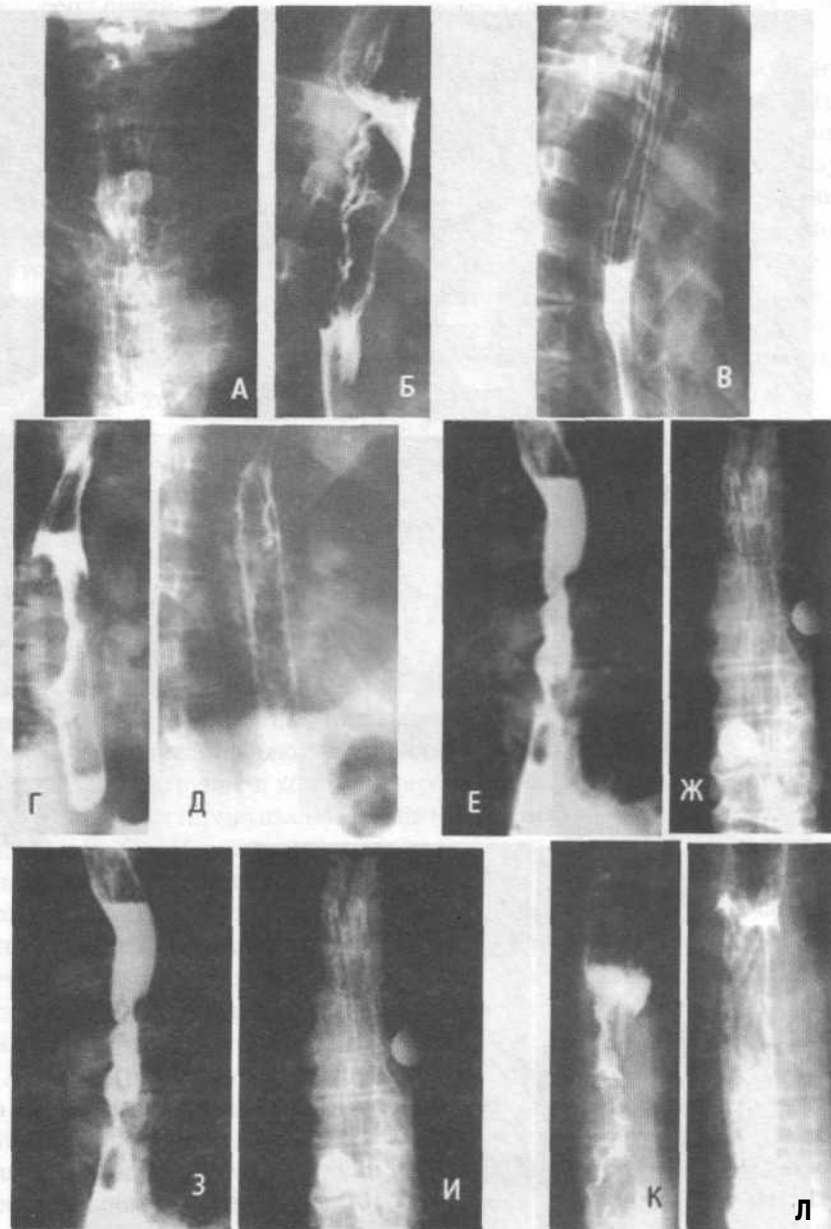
Стентирование при раке в верхне- и среднегрудном отделах пищевода (рентгенограммы): А и Б — рак верхнегрудного отдела пищевода (до и после установки стента); В — стент, установленный по поводу рака пищевода (граница шейного и грудного отделов); Г и Д — рак среднегрудного отдела пищевода (до и после установки стента); Е и Ж — то же, другой пациент; З и И — рак среднегрудного отдела пищевода (до и после установки стента); К и Л — то же, другой пациент.
